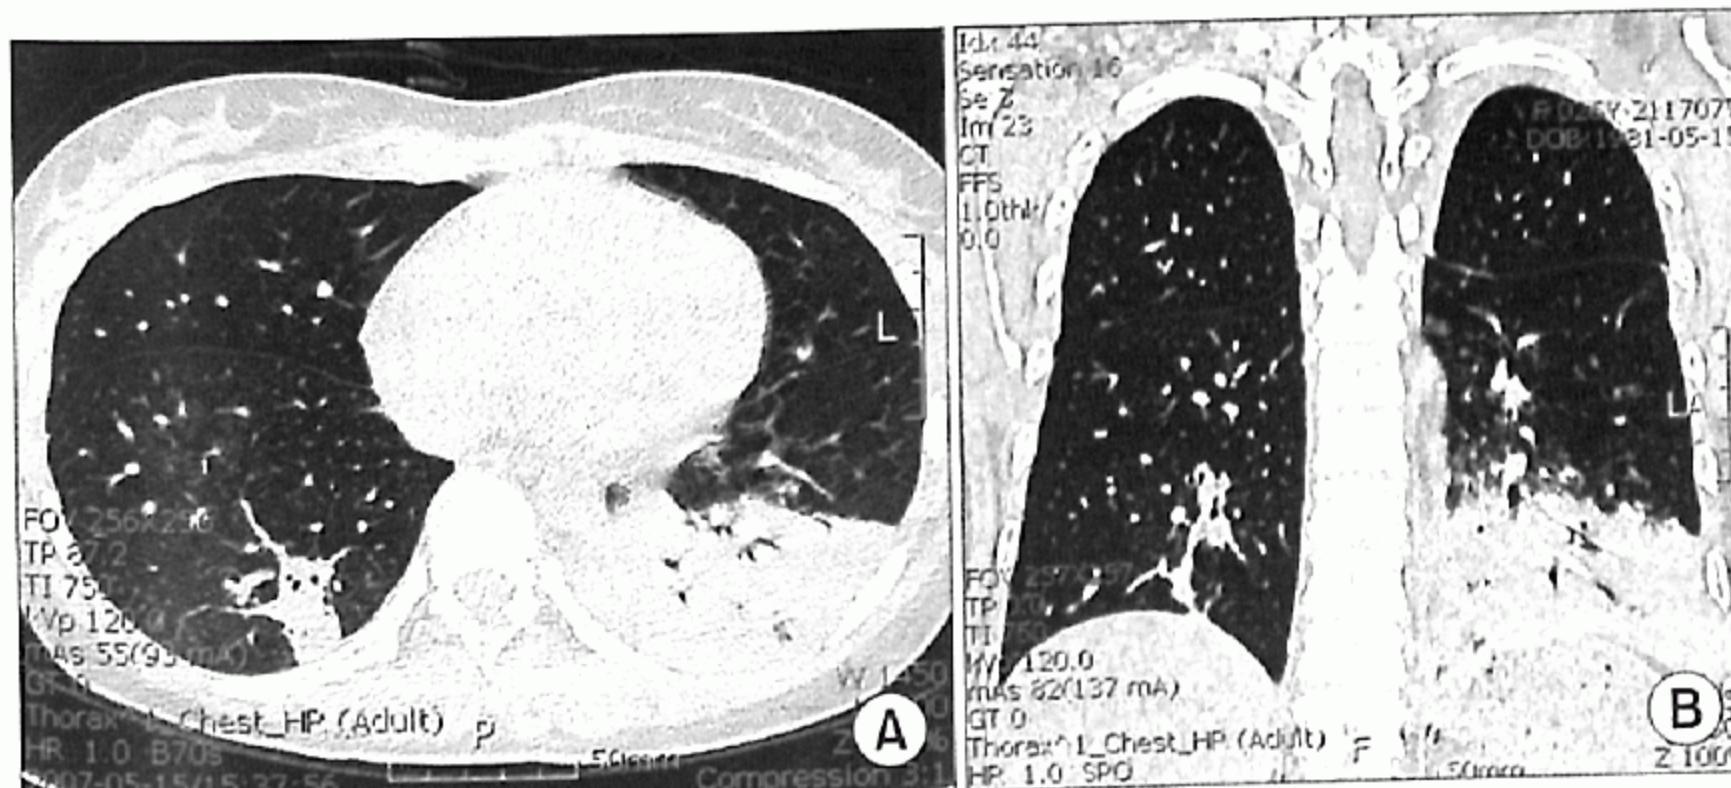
Chest CT scan shows consolidation with parapneumonic effusion mainly involving left lower lobe with parapneumonic effusion. (A) Transverse scan and (B) coronal scan.
